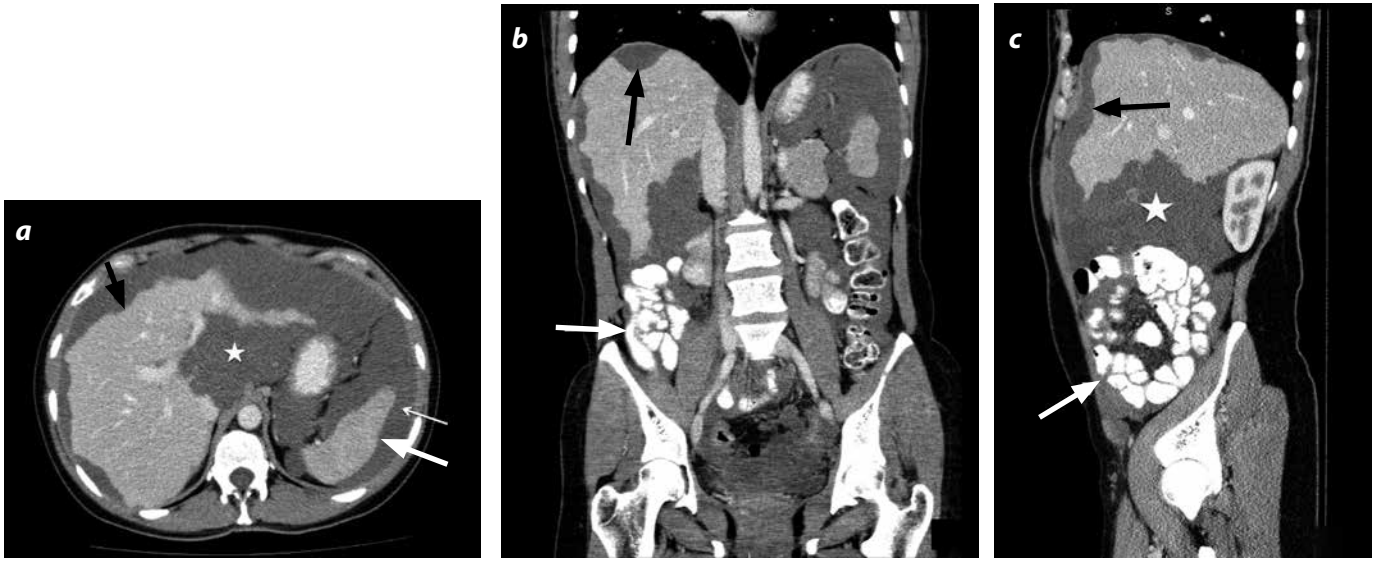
Pseudomixoma peritoneal. TAC de abdomen con medio de contraste. a) Corte axial. b) Reconstrucción multiplanar coronal. c) Sagital. Se observa ascitis lobulada (estrellas) con festoneado (indentación del contorno) hepático (flechas negras) y esplénico (flecha blanca en a). Además con desplazamiento de las asas intestinales (flechas blancas en b y c)
